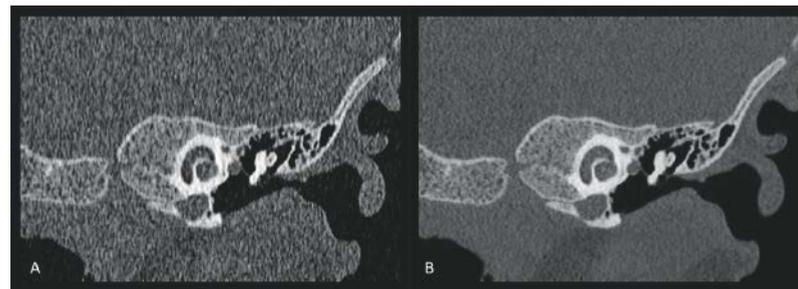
Vergleich von Dünnschicht-CT-Aufnahmen des Felsenbeins jeweils mit einer Schichtdicke von 0,25 mm und (A) konventioneller Rekonstruktion mittels Iterativer Rekonstruktion (Adaptive Iterative Dose Reduction, AIDR) und (B) Rekonstruktion mittels geräte-basiertem KI-Algorithmus (Advanced intelligent Clear-IQ Engine, AiCE).
